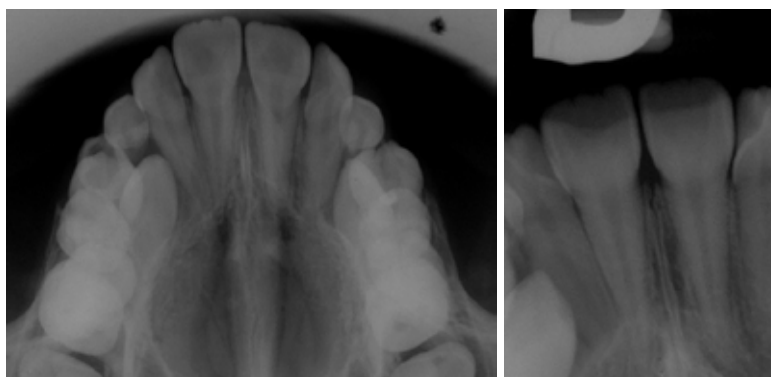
Radiografía posoperatoria sin daño a los dientes ni a las estructuras circundantes.
